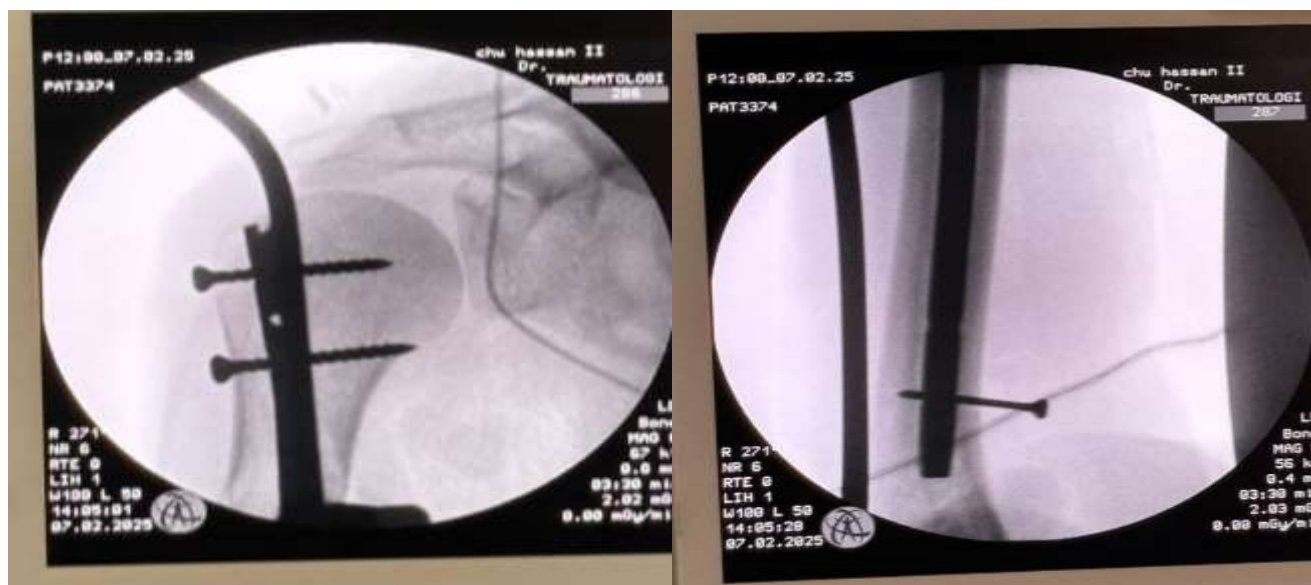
Radiographies per-opératoires après mise en place du clou huméral avec 2 vis proximaux et 1 vis distale
